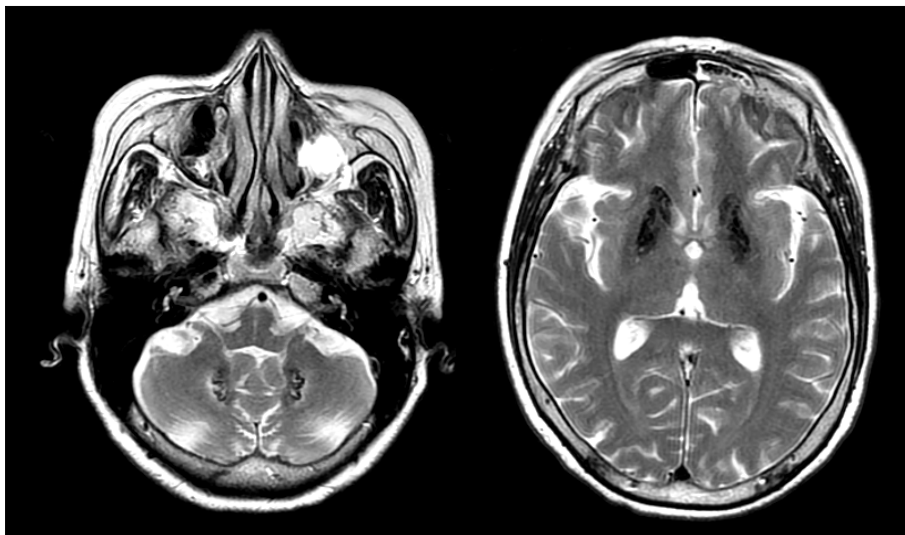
T2-weighted brain magnetic image showing multifocal diffuse low signal intensity lesions in bilateral basal ganglia, dentate nucleus, and thalamus.
